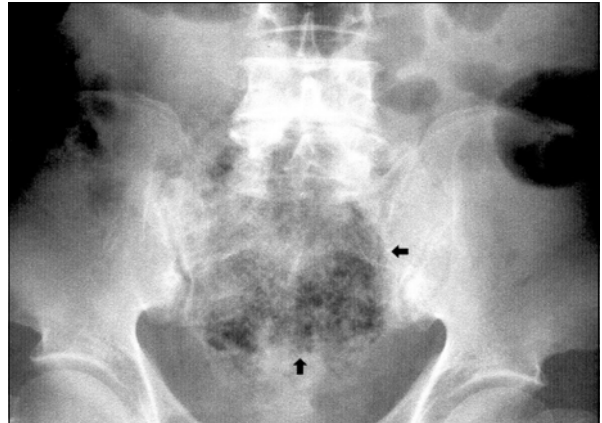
A plain X-ray of the abdomen of a 59-year old male in the supine position demonstrating the ileus and fecaloma (black arrow) at the pelvic area.
